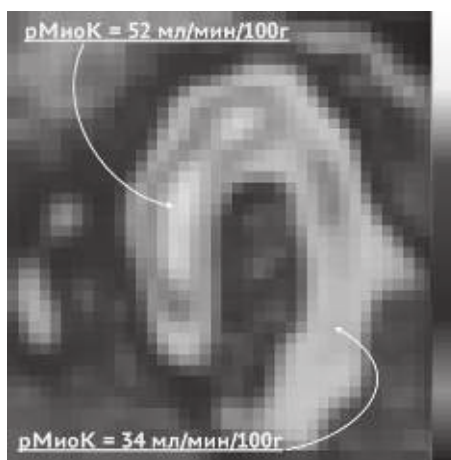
Перфузионная КардиоОФЭКТ с <sup>99m</sup>Tc-Технетрилом у пациента, перенесшего за 4 мес перед этим острый трансмуральный инфаркт миокарда в бассейне левой огибающей ветви, реконструированная по длинной оси левого желудочка
